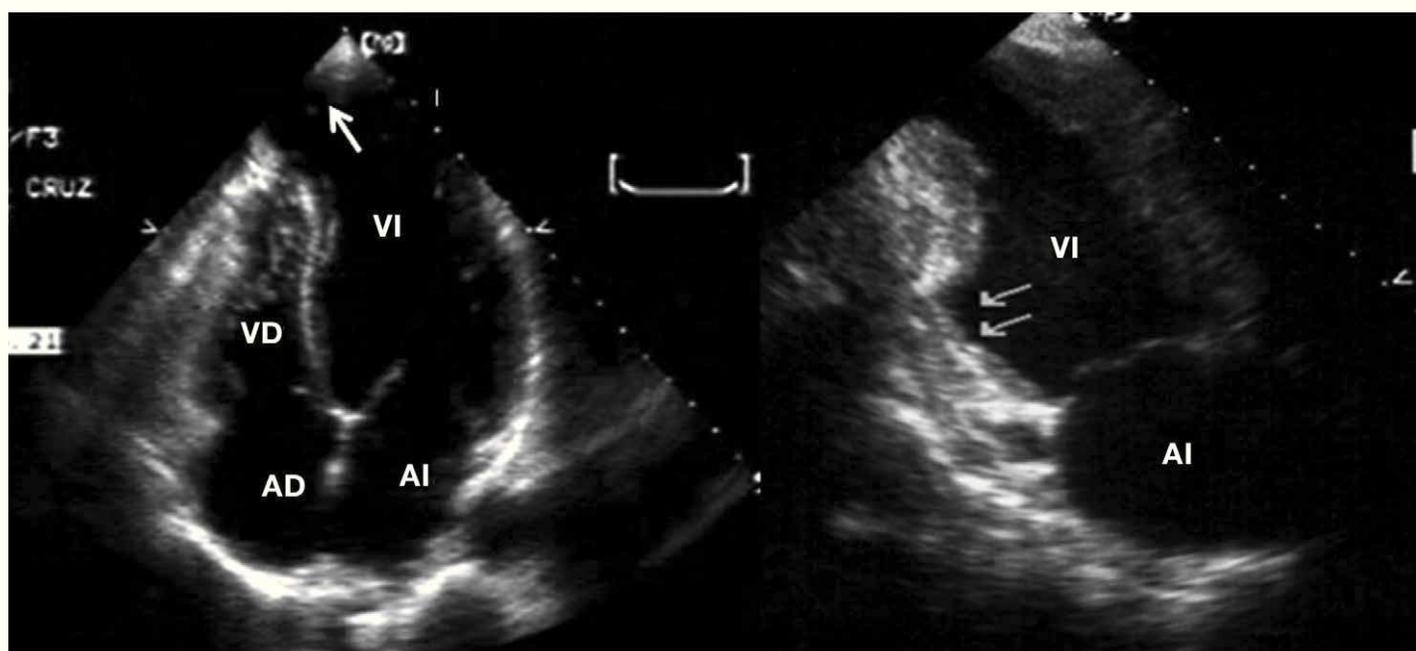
Ecocardiografía bidimensional en proyección apical tetracameral, que muestra un aneurisma apical (izquierda), y en proyección apical bicameral con acinesia en la pared inferior (derecha). AD: aurícula derecha; AI: aurícula izquierda; VD: ventrículo derecho; VI: ventrículo izquierdo.
